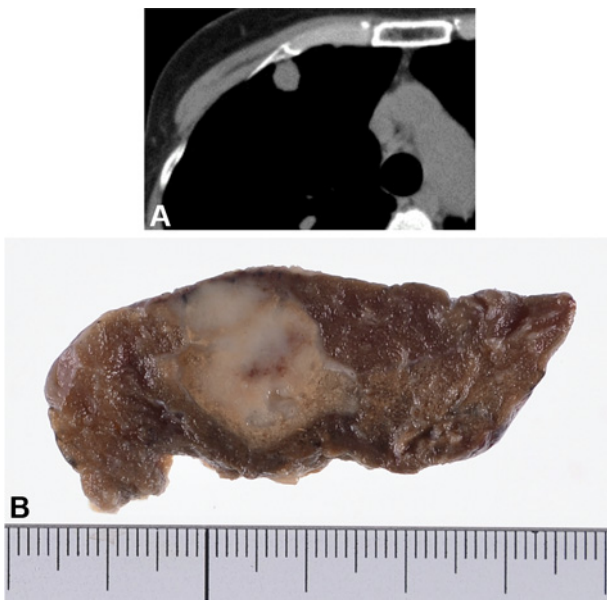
A CT picture of resected nodule (A) and its gross picture (B). Well defined white nodule with scattered small necrotic foci was found in the subpleural area.
